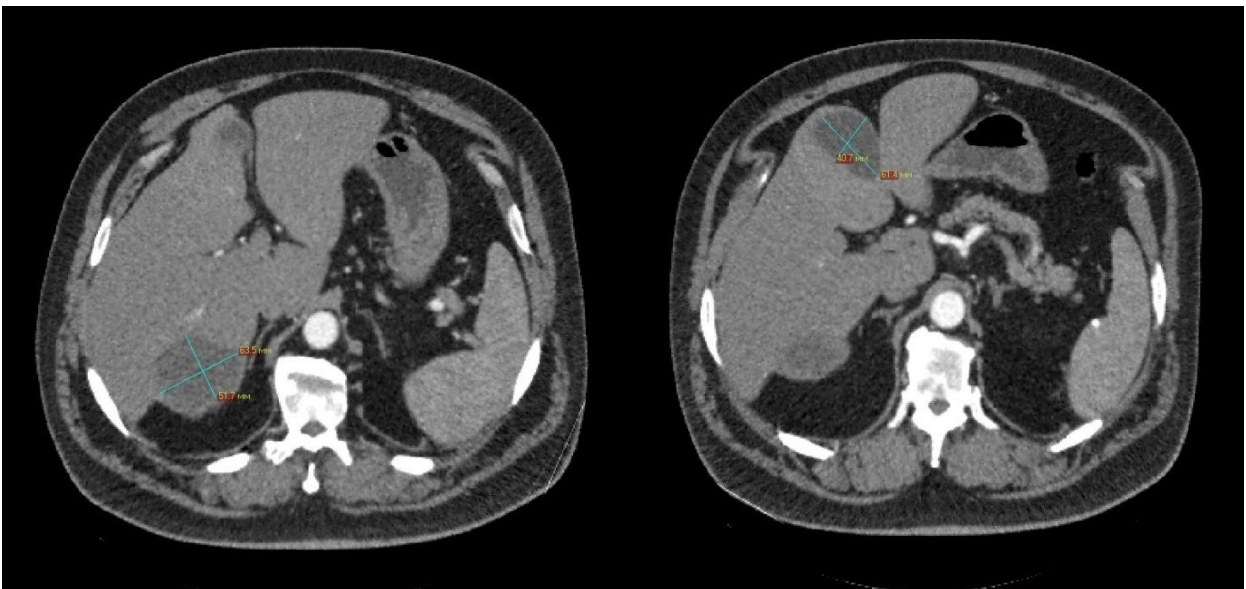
КТ живота. Аксиальный срез. Эхинококковые кисты печени
